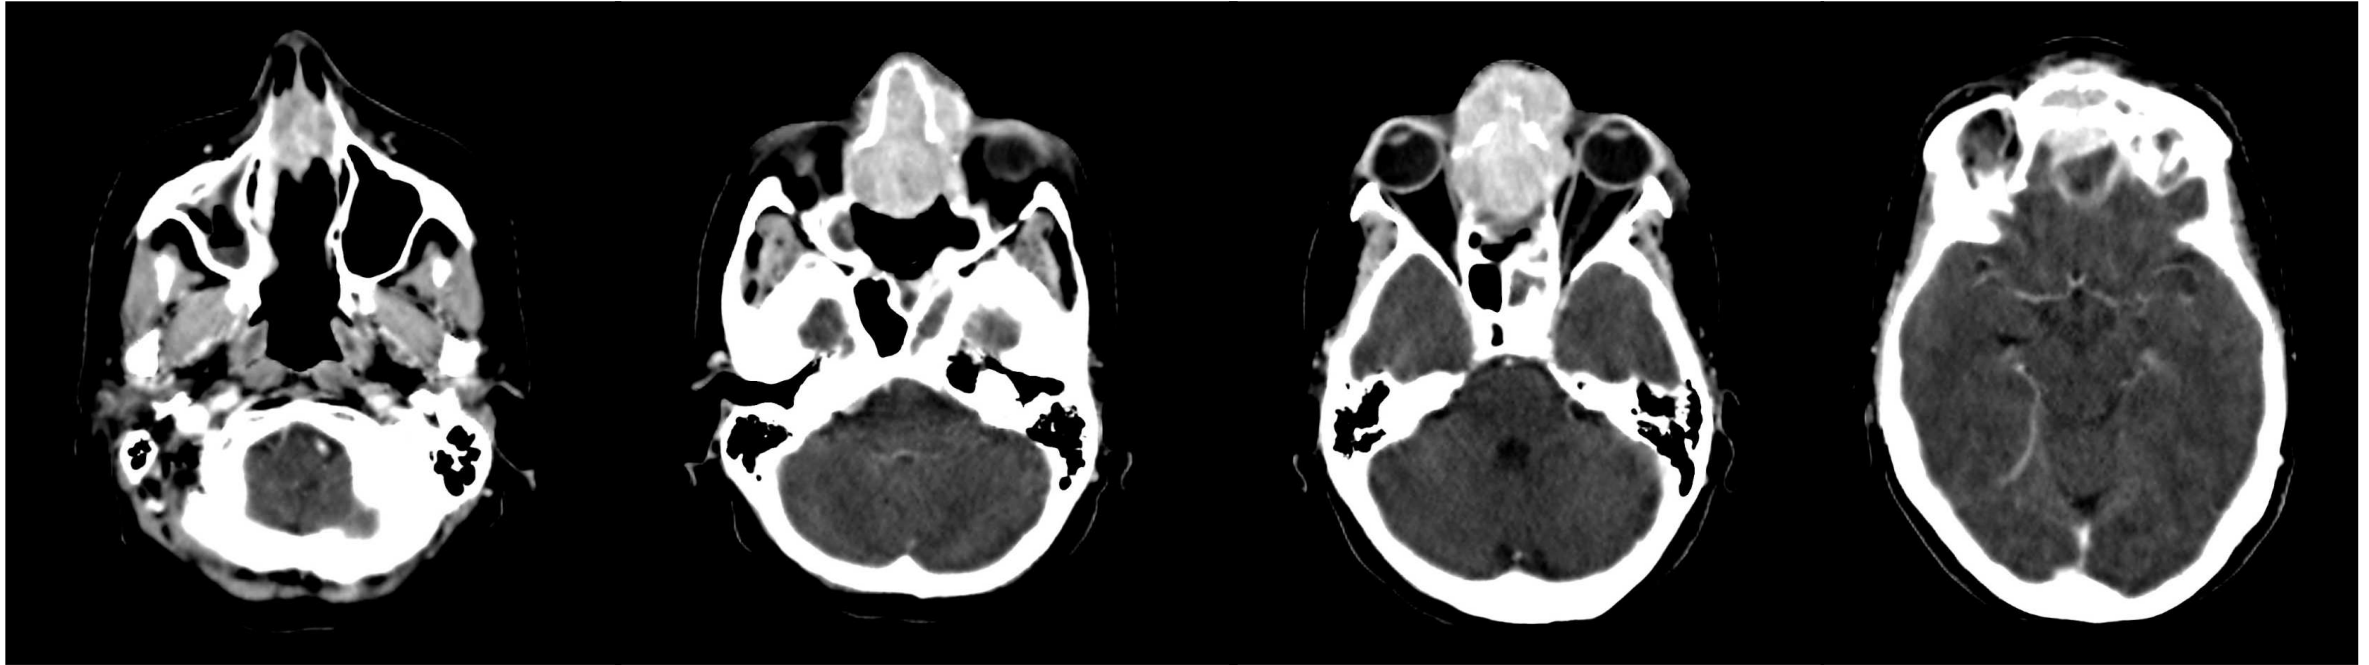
TC DE CRÁNEO CON CIV (plano axial): masa hiperdensa ovoidea que se extiende por ambas fosas nasales, celdillas etmoidales anteriores y medias, vertiente interna de ambas órbitas y cranealmente hacia el hueso y seno frontal, con cierto componente intracraneal adyacente. También afecta al tejido celular subcutáneo frontal anterior.
